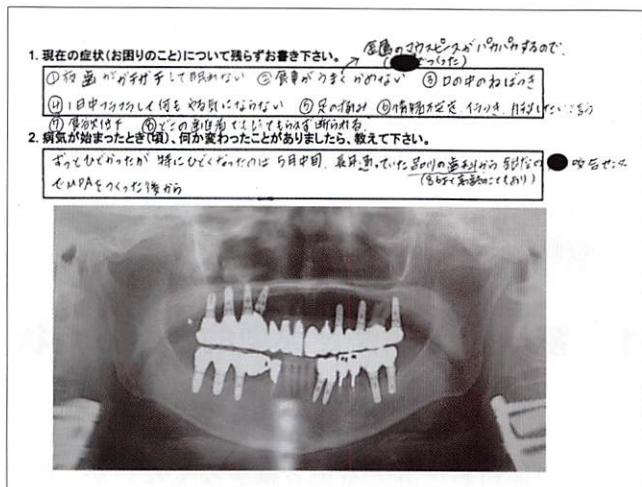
(症例3) 70代、女性の訴えとパノラマX線写真
